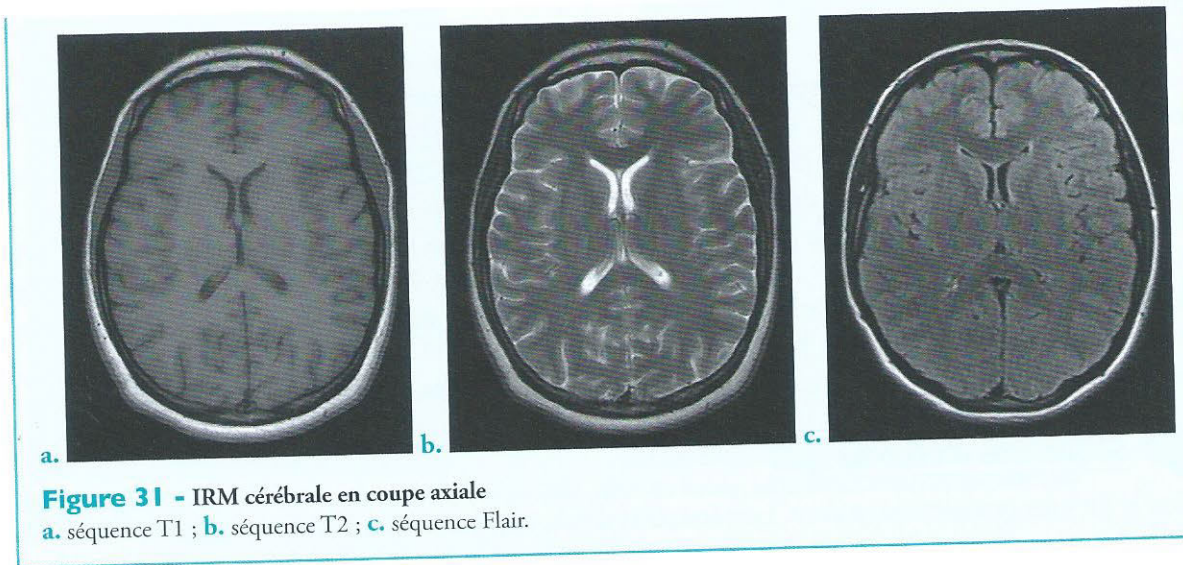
IRM cérébrale en coupe axiale
